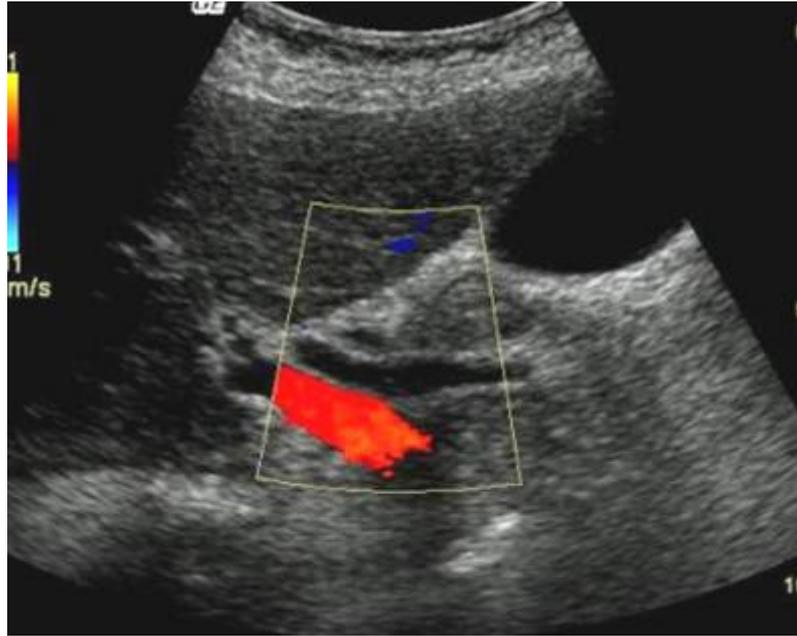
Corte Transversal del colédoco con un diámetro de 4 mm (normal) cercano al hilio hepático, con utilización del doppler color para la identificación de la misma
